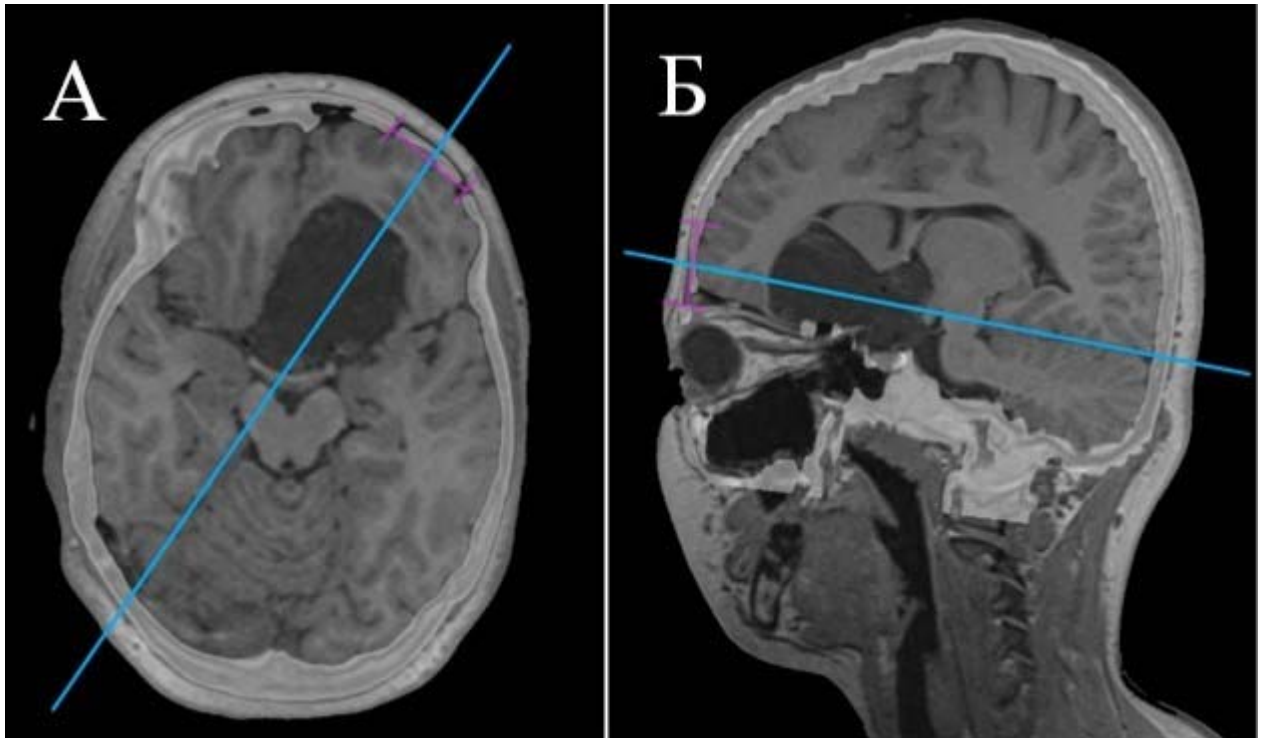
На совмещенных в редакторе DICOM дооперационной МРТ в режиме T1 и контрольной КТ розовыми отрезками отмечены два наибольших размера краниотомии (А – аксиальная, Б – смещённая сагиттальная проекция) и построена центральная ось краниотомии (голубая линия)
